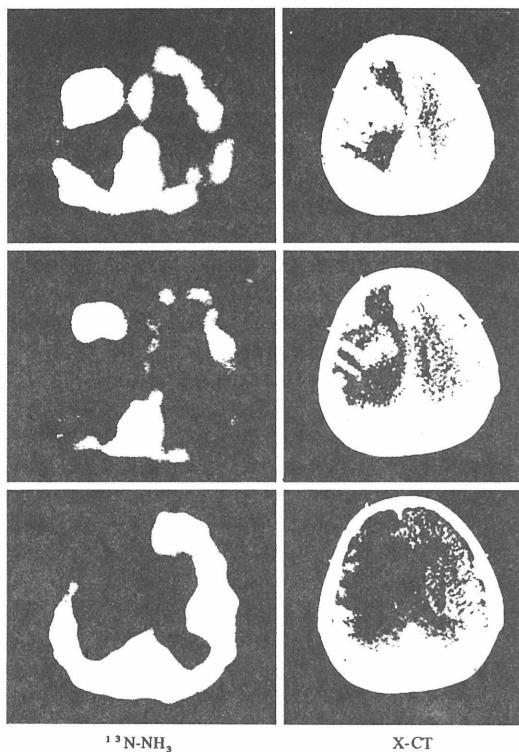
Case 1: Glioblastoma multiforme. $^{13}\text{N-NH}_3$ images and X-CT images.
